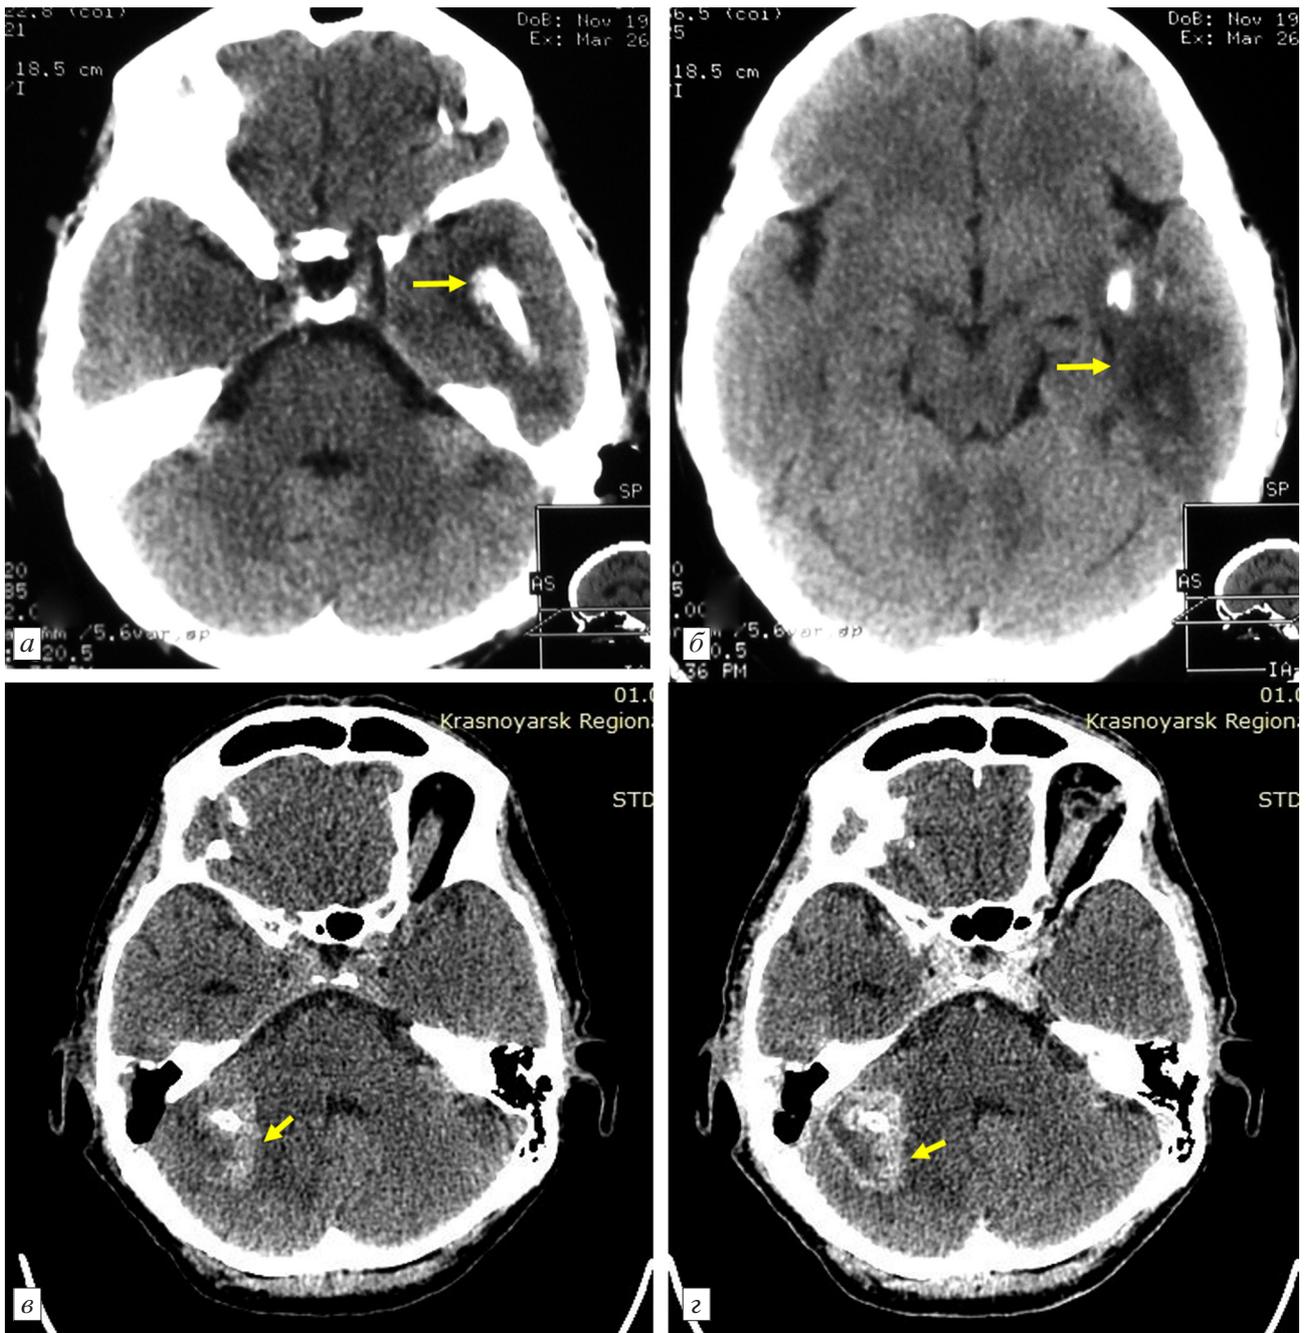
МСКТ головного мозга 3., 54 года (см. подпись к рис. 4), на 10-е сутки после вскрытия и дренирования трубкой абсцесса височной доли головного мозга транстемпоральным доступом.
